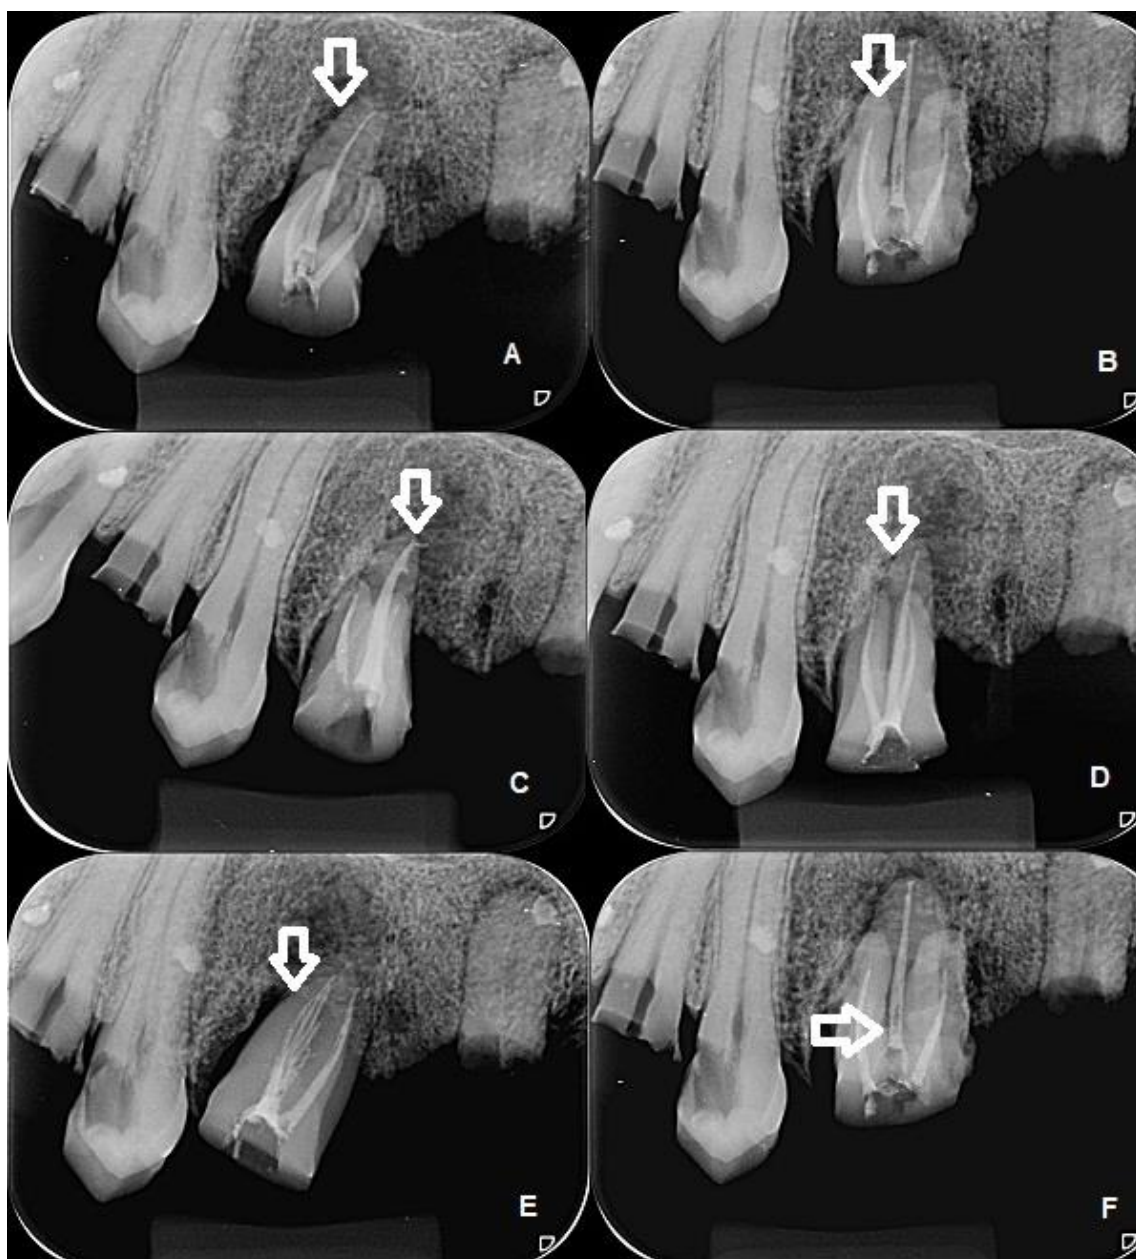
Radiografias periapicais exemplificando as classificações empregadas no presente estudo: Comprimento da obturação: A. 0 – 2 mm do ápice radicular; B. > 2 mm aquém do ápice radicular; C. Extrusão de material obturador (além do ápice radicular); Homogeneidade: D. Completa obturação do canal radicular; E. Presença de *gap* entre o material obturador e as paredes do canal; F. Presença de bolhas no material obturador.
